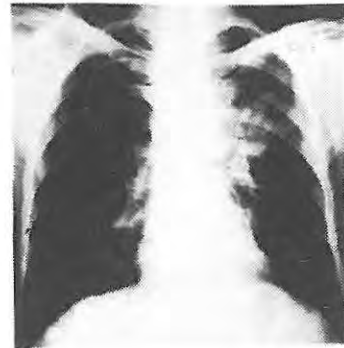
70 yaşında ileri evre KHDAAH'lı olgunun radyoterapi öncesi PA akciğer grafisi
